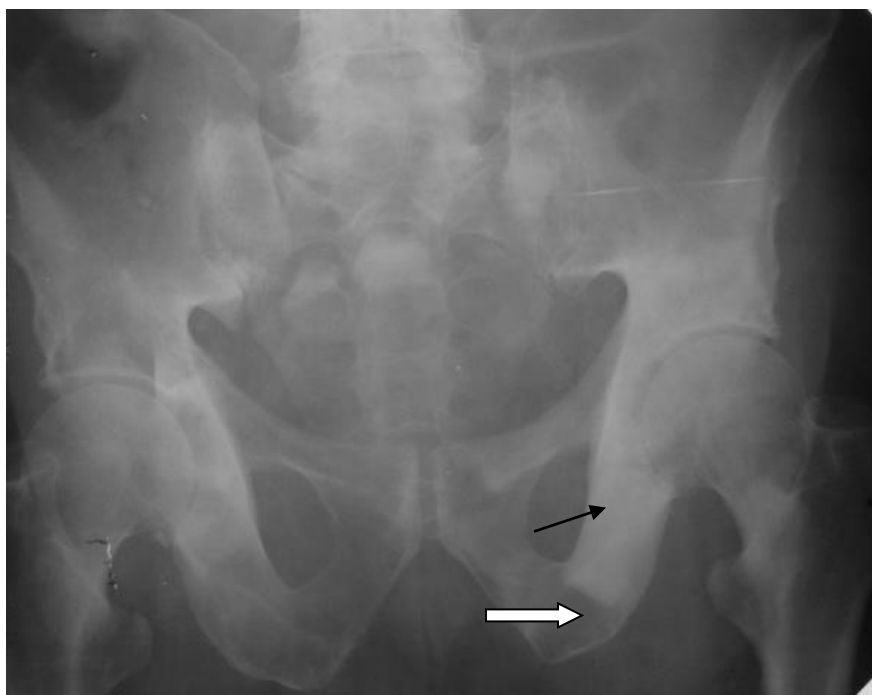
Обзорная рентгенограмма таза в прямой проекции. Определяются множественные участки остеосклероза и деструкции в костях таза. Отдельные участки остеосклероза и деструкции обозначены стрелкой и фигурной стрелкой, соответственно. Остеолитические и остеобластические метастазы рака в кости таза
